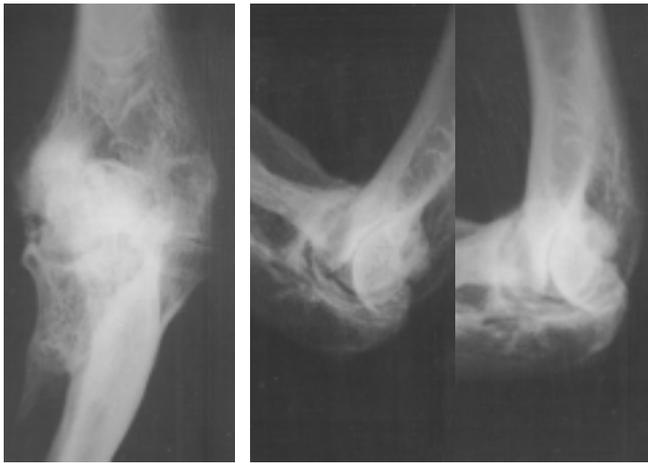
Рентгенограми хв. Т., 61 р., у прямій та бічних функціональних проекціях: різко виражена посттравматична контрактура правого ліктьового суглоба та деформівний артроз 4-ї стадії
